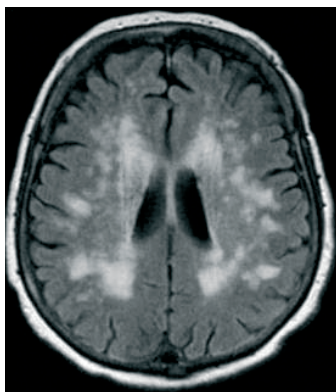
МРТ головного мозга у пациента с сосудистой деменцией. Визуализируются последствия множественных билатеральных лакунарных инсультов в перивентрикулярное белое вещество.
